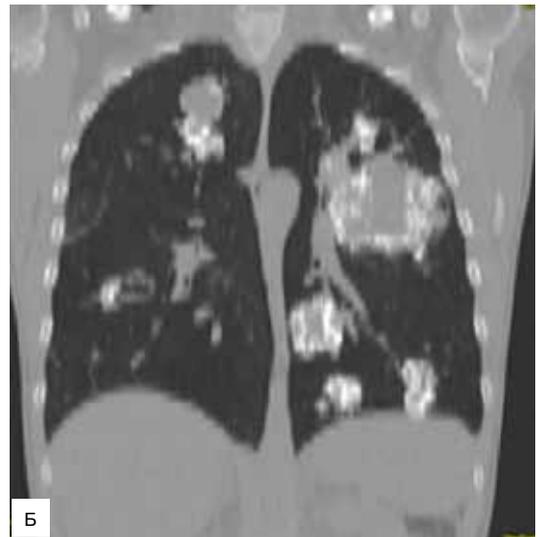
Компьютерная томография грудной клетки пациентки № 3, нативная фаза сканирования. А – аксиальный срез; Б – коронарный срез. В обоих легких определяются множественные кальцинированные хондромы размерами от 1 до 7,5 см
